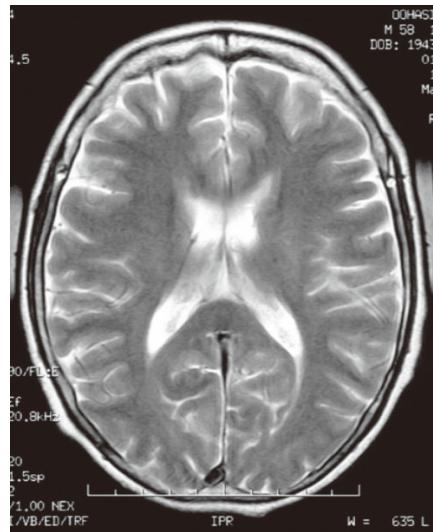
T2-weighted brain (horizontal section) image
